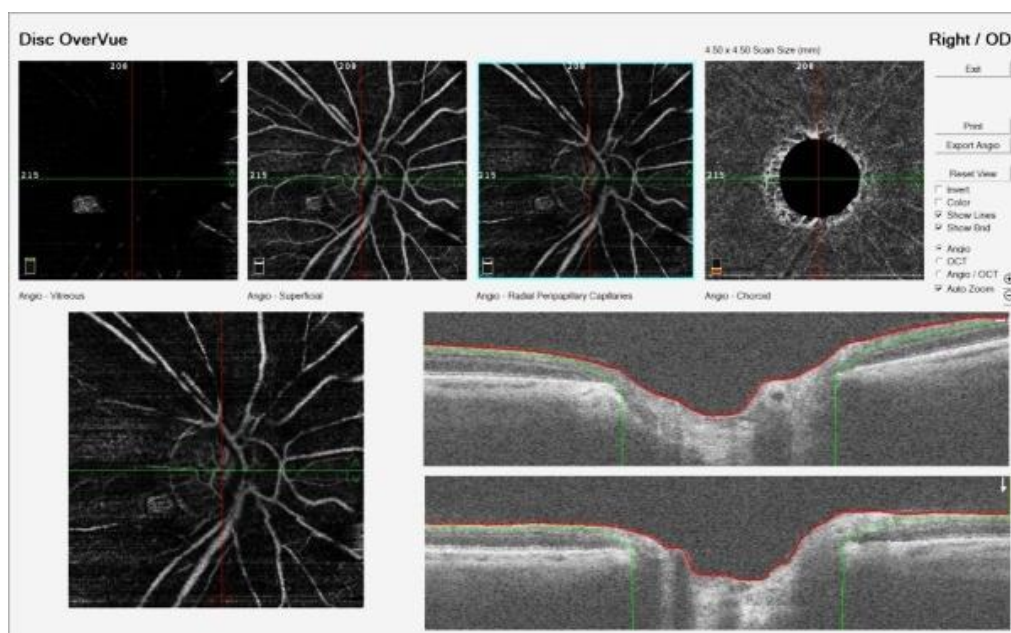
Пациент М., 62-х лет. Ангио-ОКТ (оптическая когерентная томография). Краевая экскавация диска зрительного нерва
